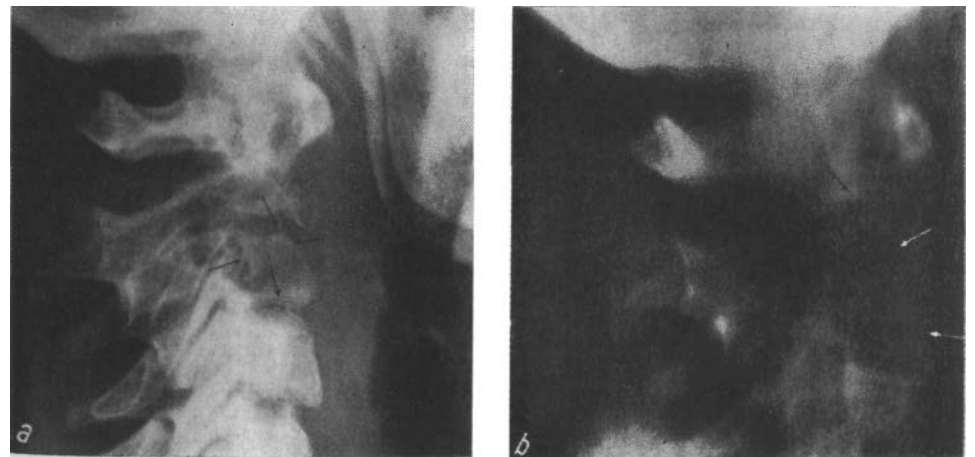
Сравнение между простой рентгенографией (а) и томографией (б) в случае начинающегося метастаза позвонка С₂.
